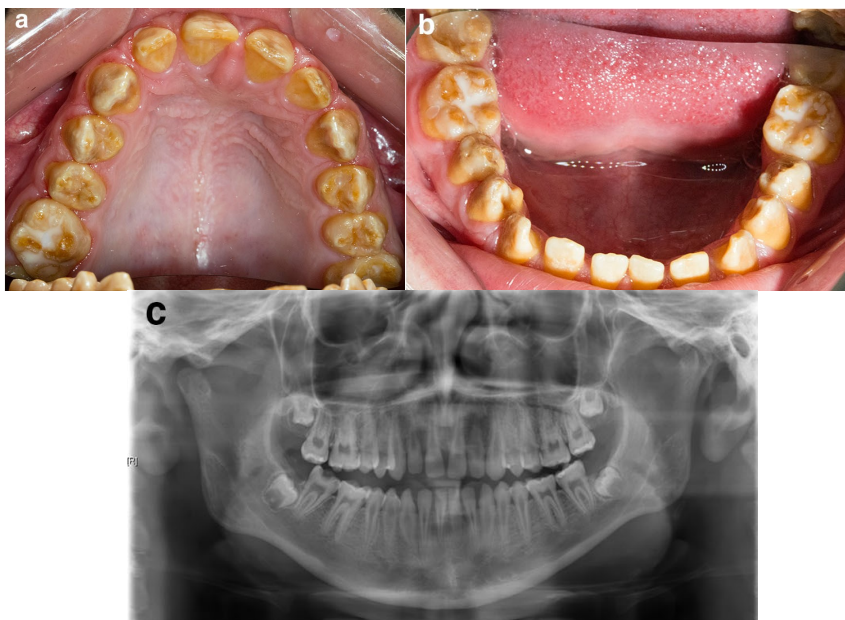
Amelogénesse Imperfeita Hipomaturada. O esmalte apresenta uma coloração amarela e acastanhada opaca e um desgaste superior nas cúspides dentárias. (A) Arcada superior; (B) Arcada inferior; (C) Ortopantomografia que revela a idêntica radiopacidade entre o esmalte e a dentina (Sabandal & Schäfer, 2016).
